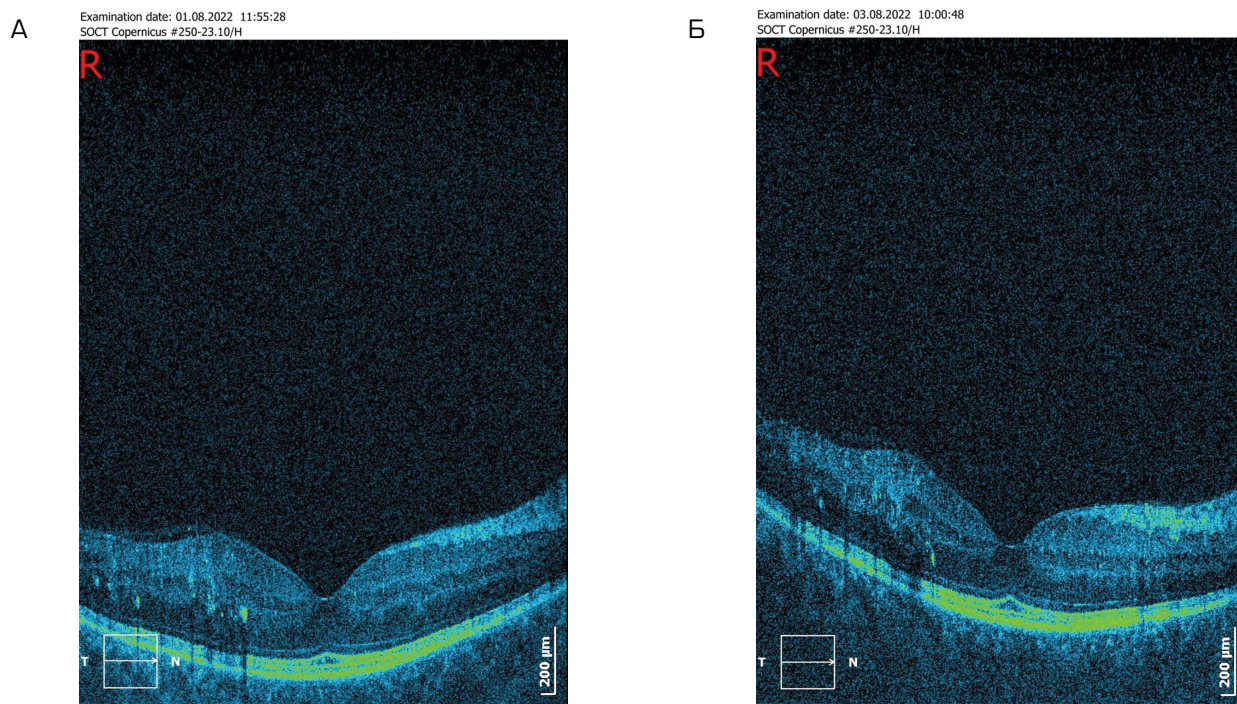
Оптическая когерентная томография макулярной области до (А) и после (Б) ГД. Рельеф сетчатки без динамики
